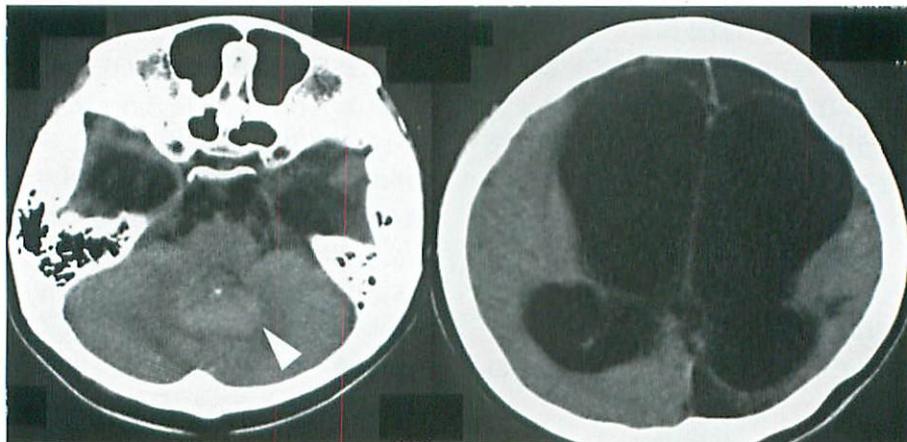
Brain CT on admission (at 8 years)
